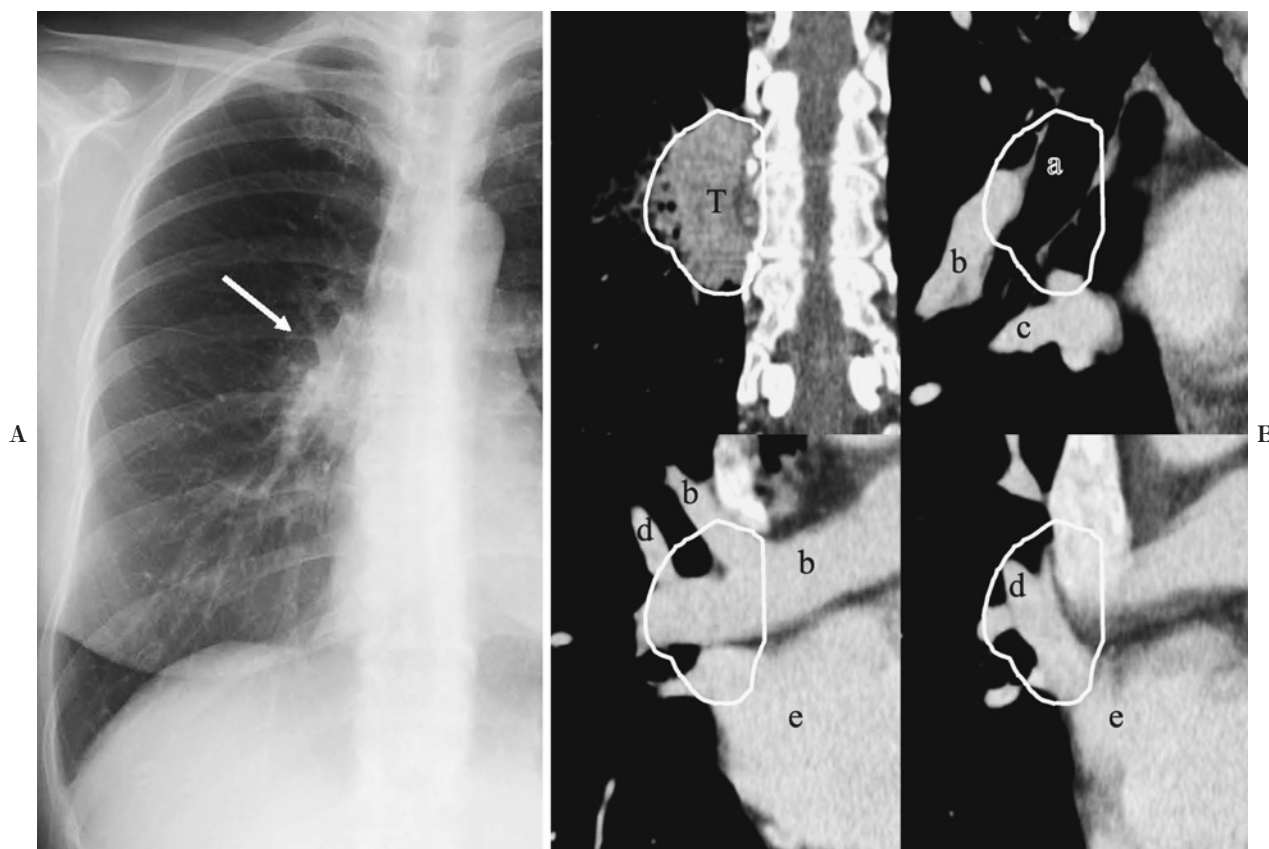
Mixed adenocarcinoma (micropapillary - predominant). A. Chest X-ray film shows an ill defined consolidation overlapping the right hilar region (arrow). B. Coronal CT images of the right hilar region: (T) tumor, (a) truncus intermedius, (b) right pulmonary artery, (c) right inferior pulmonary vein, (d) right superior pulmonary vein, (e) left atrium.
